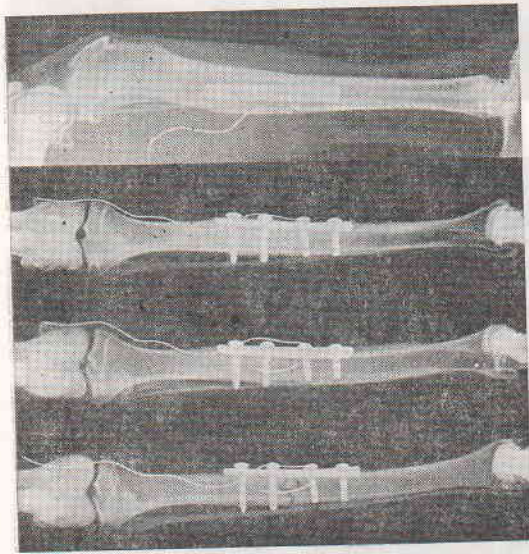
Рентгенограмма после нестабильного остеосинтеза пластинкой и ЭСО через 4 и 6 нед. Сращение по первичному типу.
